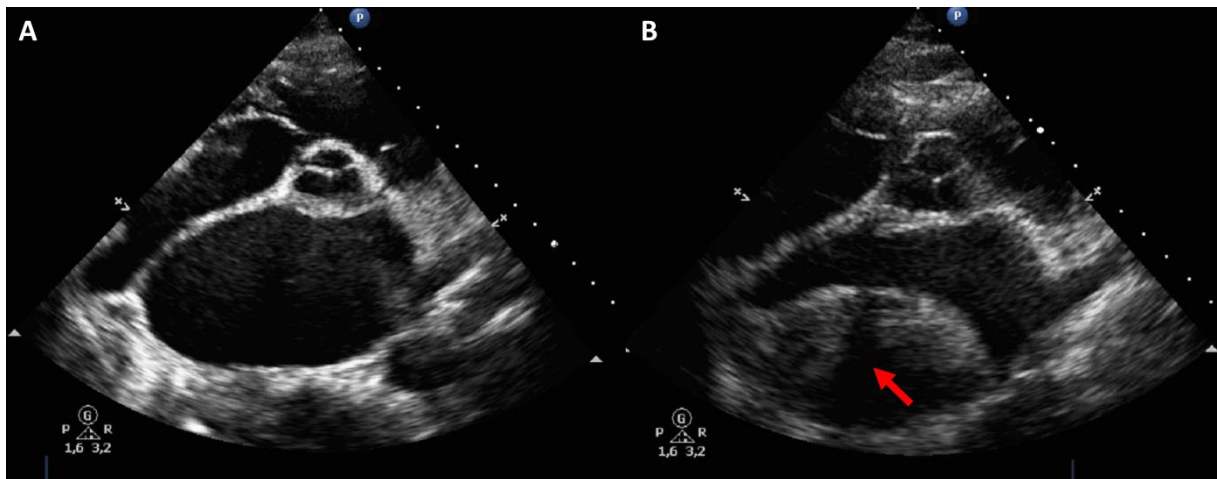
Hématome de l'oreillette gauche (OG) post-cardiotomie chez un patient opéré d'un remplacement valvulaire mitral. A : coupe parasternale petit axe basale en ETT, réalisée au 2ème jour postopératoire, montrant une OG libre. B : même coupe réalisée au 4ème jour postopératoire, montrant la constitution d'un hématome (flèche) comblant l'OG.
